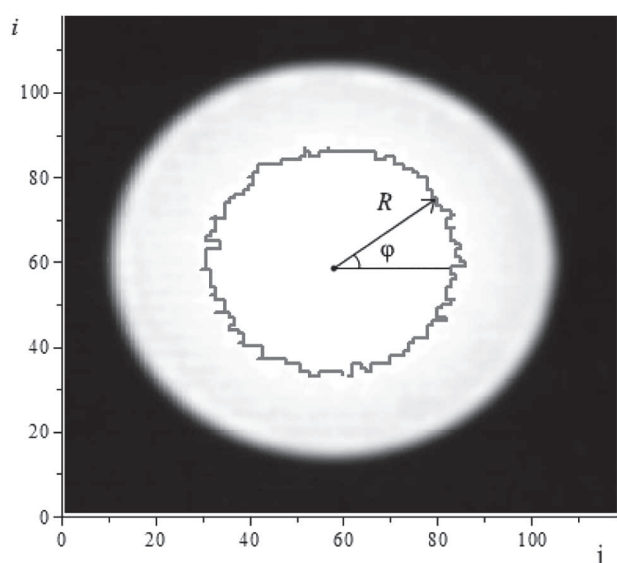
Описание контура зоны интереса в полярных координатах: i и j – оси координат на КТ-срезе
